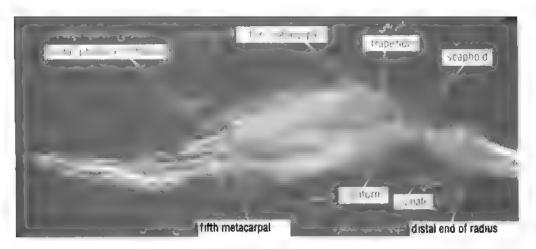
Lateral radiograph of an adult wrist and hand. الشكل (70-9): صورة شماعية جتبية لمعسم ويد بالغ.
